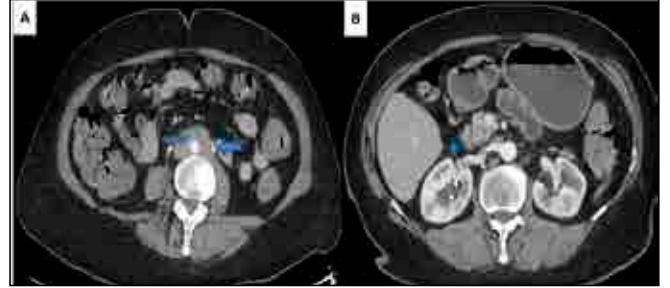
Resim a. Kontrastsız tüm abdomen BT tetkikinde; aksiyel görüntüde sağ perirenal ve sağ parakolik alanda kirlenme ve yaygın serbest mayii-ok, L2-L5 vertebral anterior komşuluğunda yerleşen ve abdominal aortayı yer değiştirmeden saran düzensiz sınırlı retroperitoneal fibrozisle uyumlu yumuşak doku lezyonu- kesikli ok, kitle nedeniyle mediale yer değiştiren üreter- ok başı
